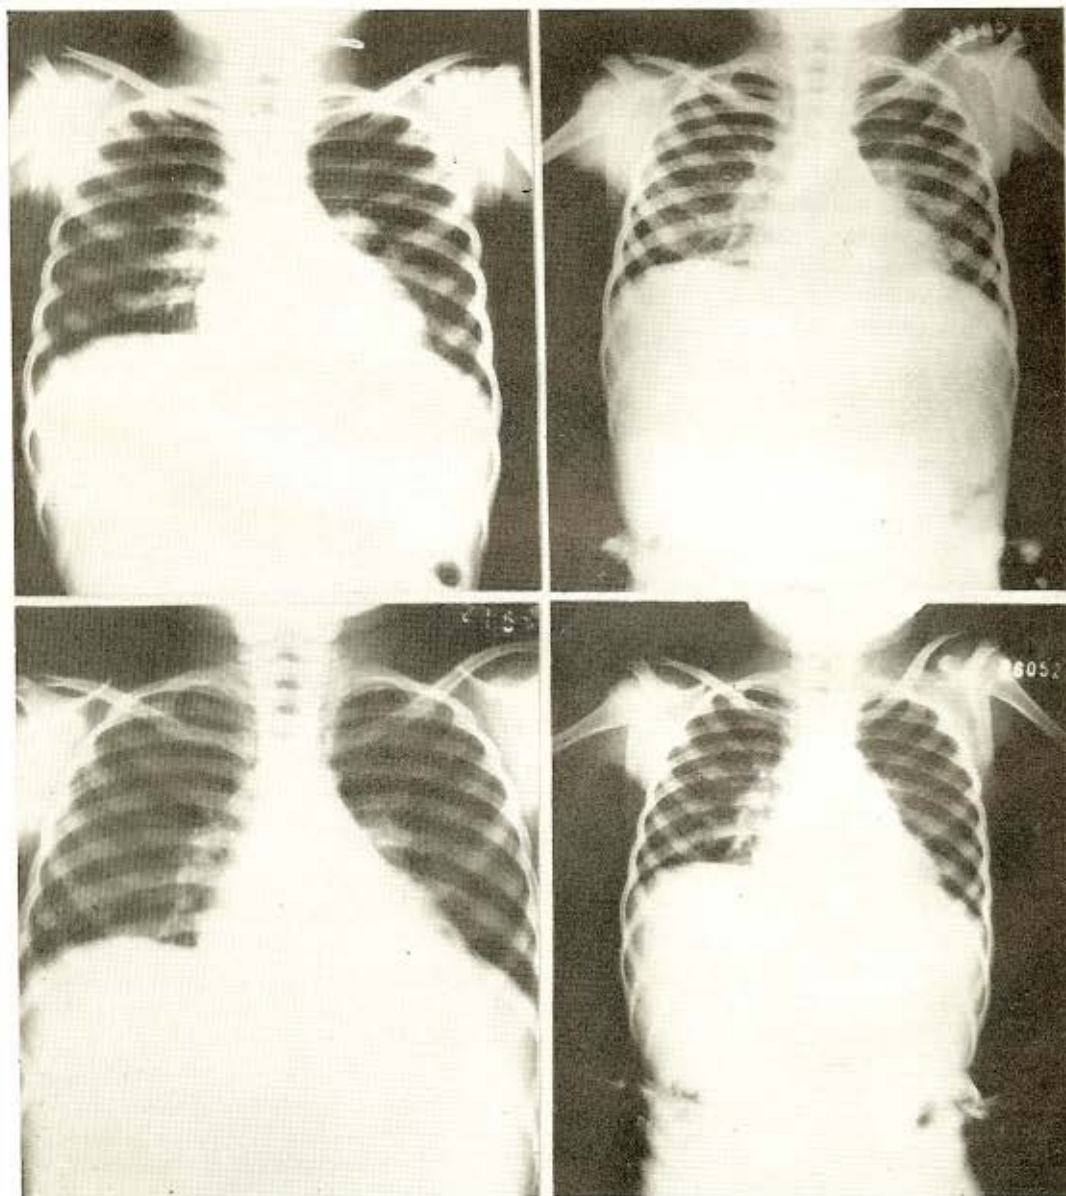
Hilos densos; trama acentuada; micronodulação difusa. A evolução radiológica mostra que o arco médio, retificado nas três primeiras (17/7/64, 22/12/64 e 20/1/65), já se mostra abaulado na telerradiografia de 20/3/65 (última).
